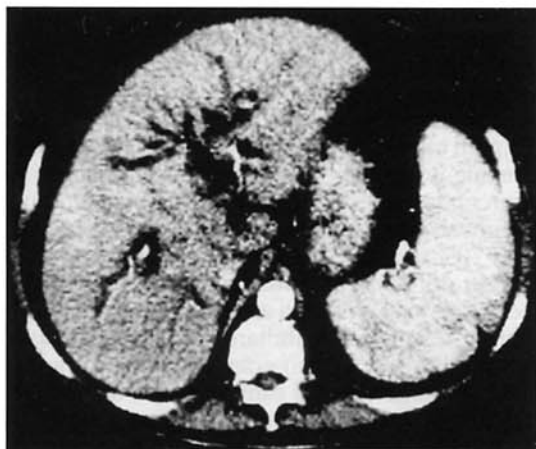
Calcolosi della via biliare principale. Regolando opportunamente i contrasti (finestra 70, livello 70), la TC spirale dimostra una diffusa impregnazione di tutto il parenchima epatico nella fase della perfusione arteriosa.
